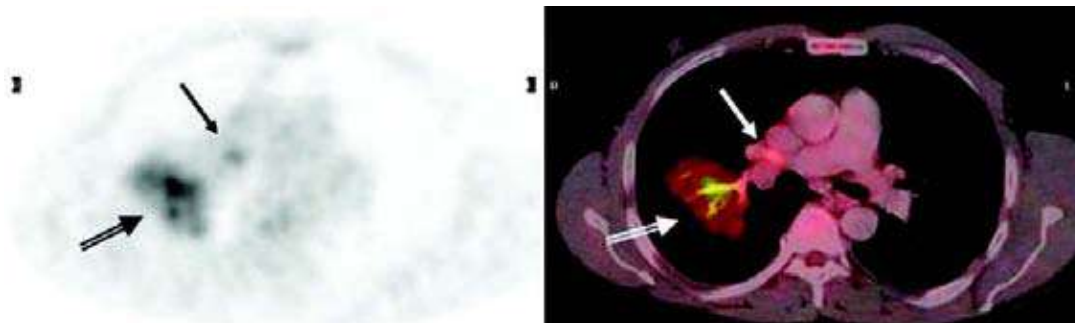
Estudio de estadificación inicial de un paciente con CPCNP. Hay una masa en lóbulo superior derecho con captación de ¹⁸F-FDG (flecha abierta). En el PET se identifica un depósito del trazador hacia la región hiliar derecha (flecha negra), que en el PET/TC corresponde a un ganglio de tamaño limítrofe (flecha blanca), positivo.
